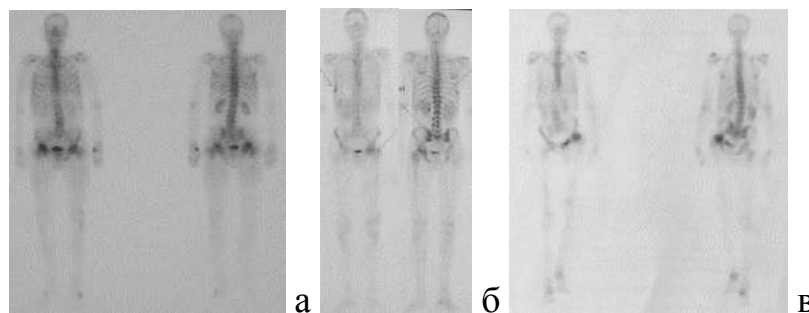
Остеосцинтиграммы при различных нозологических формах; а) ♂, 64 г., диагноз: остеоартроз тазобедренных суставов 4ст.; б) ♂, 47 лет, диагноз: асептический некроз головки левого бедра, 3ст.; в) ♂, 45 лет, диагноз: посттравматический остеоартроз тазобедренных суставов 4ст.
